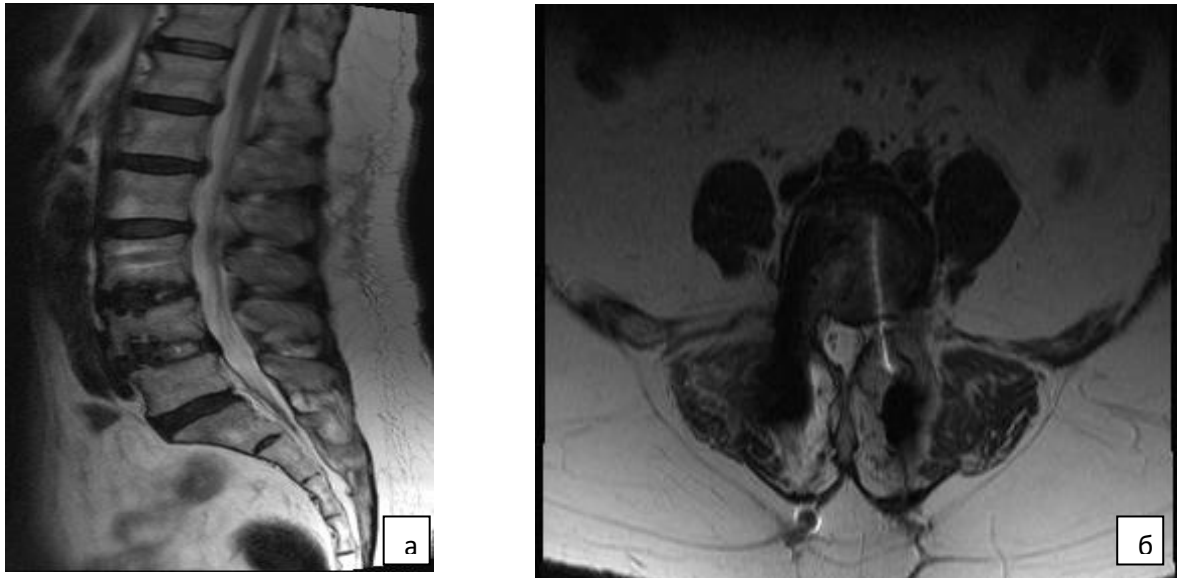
А — сагиттальная МРТ-грамма поясничного отдела позвоночника после операции; б — фронтальная МРТ-грамма поясничного отдела позвоночника (на уровне ликвидированного максимального стеноза позвоночного канала —LIV-LV)
